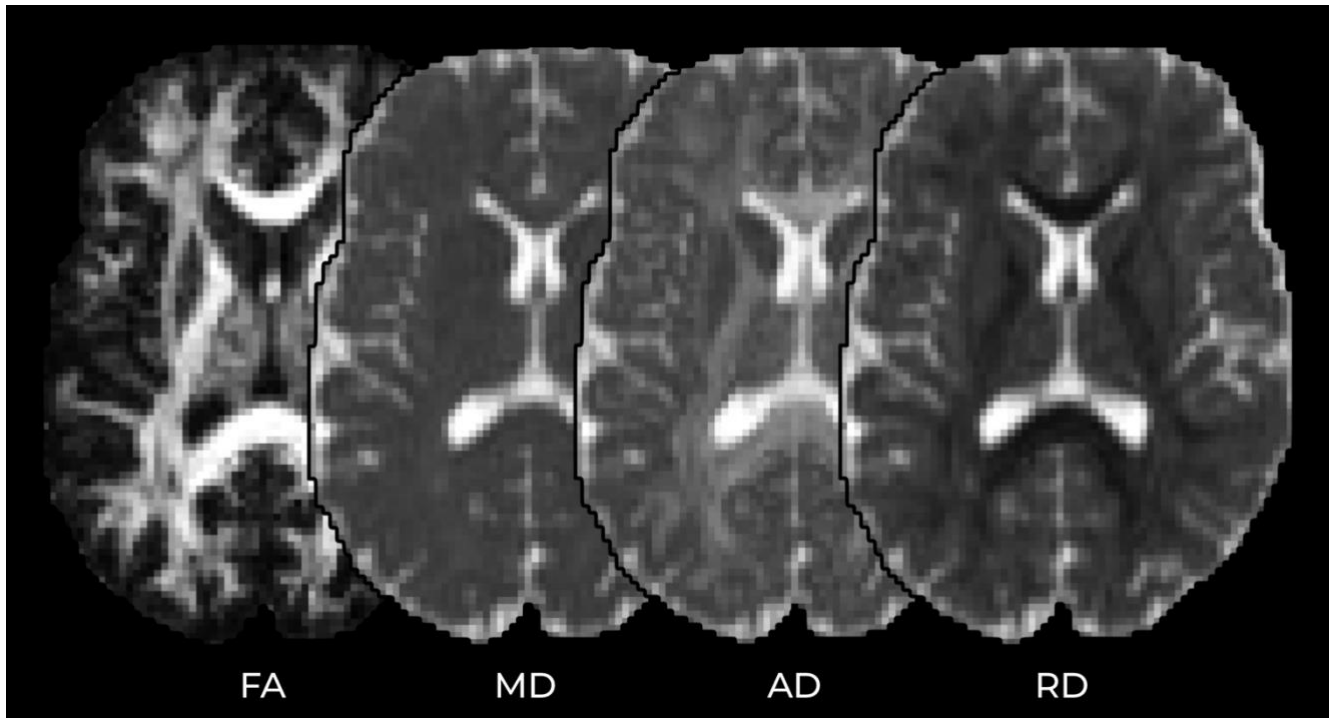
Карты 4 основных метрик ДТ-МРТ. Слева направо: FA – фракционная анизотропия, MD – средняя диффузия, AD – аксиальная диффузия, RD – радиальная диффузия.
